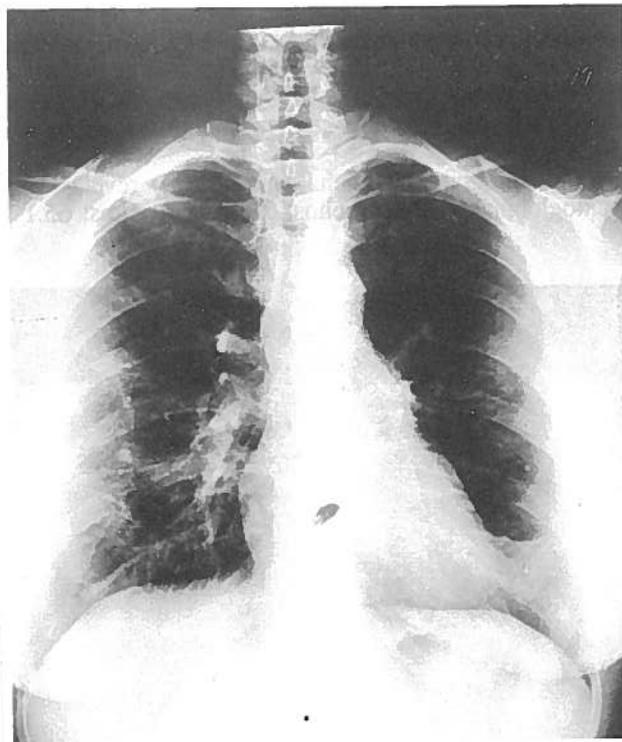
Reabsorção completa, apenas se observando uma tênue opacidade na base esquerda, que se tem mantido em radiografias posteriores e já era visível na primeira radiografia, pelo que a interpretamos como imagem residual não relacionada com a PCE.
